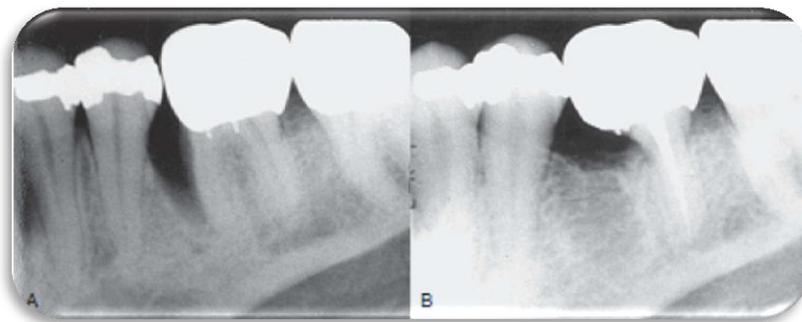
Resección radicular para corregir el defecto endodóncico y periodontal. (A) radiografía preoperatoria que evidencia la lesión periodontal en la cara mesial. El tratamiento de conductos se realizó antes de la resección quirúrgica de la raíz mesial. (B) radiografía de seguimiento 5 años después, muestra el buen estado de la raíz distal.¹
